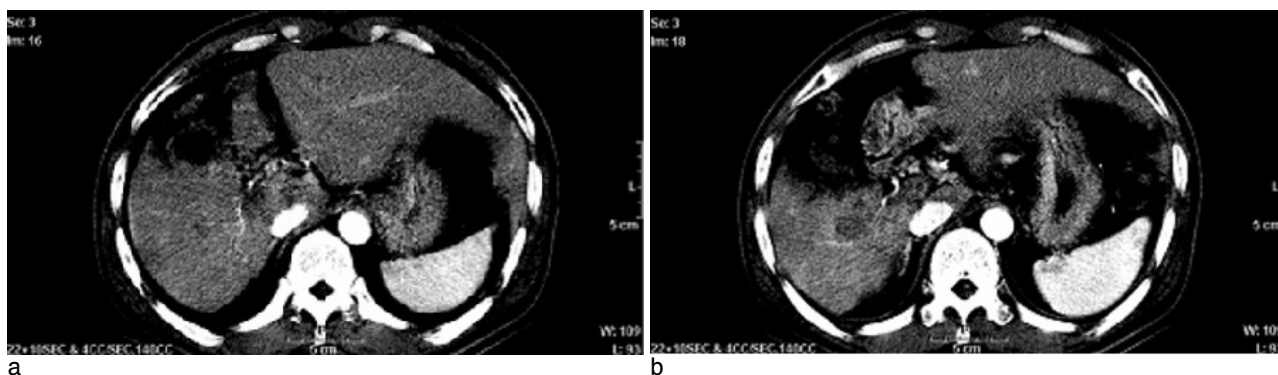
(a) Spiral CT scan during portal phase shows about 7 cm, ill-defined, heterogeneously enhanced mass at right posterior, inferior segment of liver. (b) Spiral CT scan during portal phase also shows nearly total occlusion of main portal vein by tumor thrombus.
